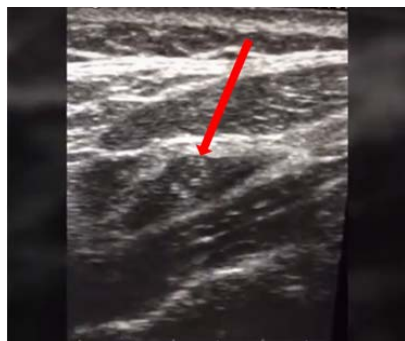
УЗИ-картина образования внутренней яремной вены слева
